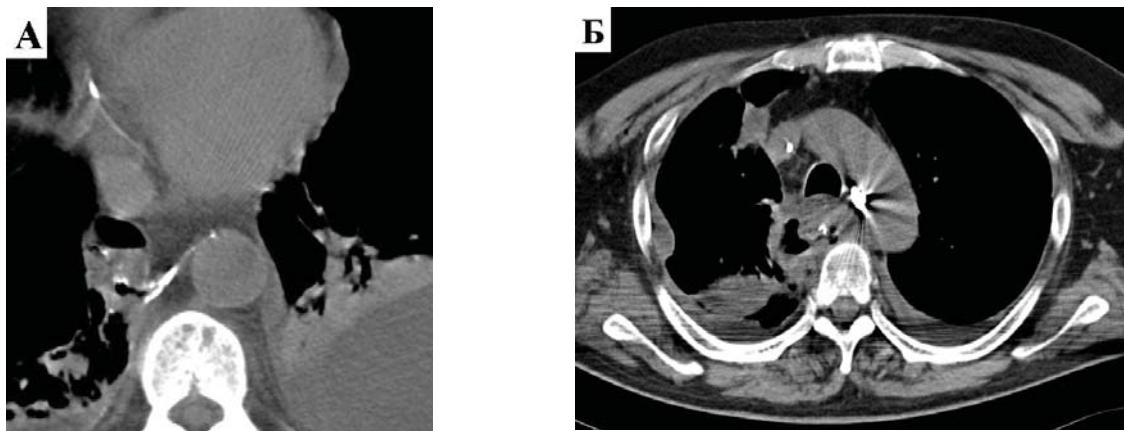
МСКТ органов грудной клетки. Выход контрастного вещества за пределы пищеводного анастомоза: А – в заднее средостение; Б – с формированием медиастинального абсцесса в области некроза задней стенки желудка с пузырьками воздуха
